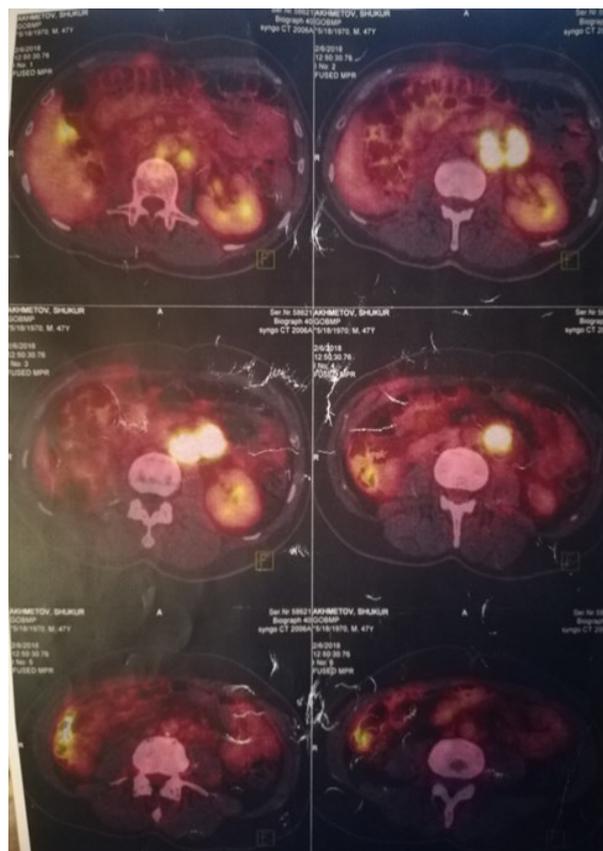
ПЭТ КТ больного А. от 06.02.2018 г.
